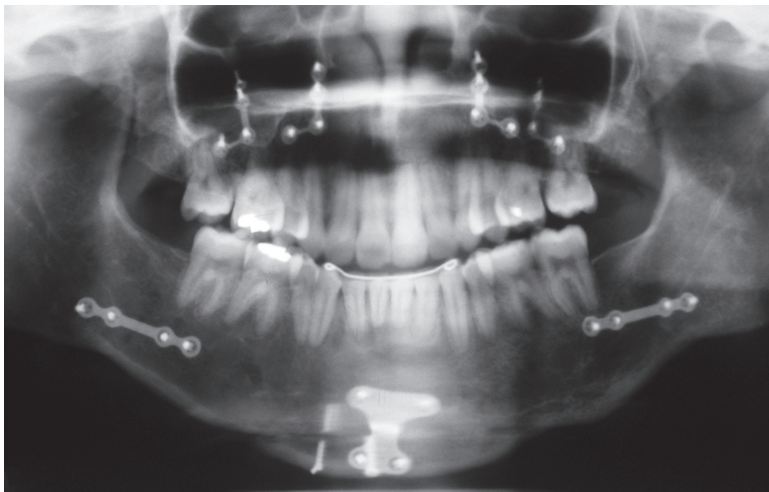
Radiografia panorâmica pós-tratamento.
